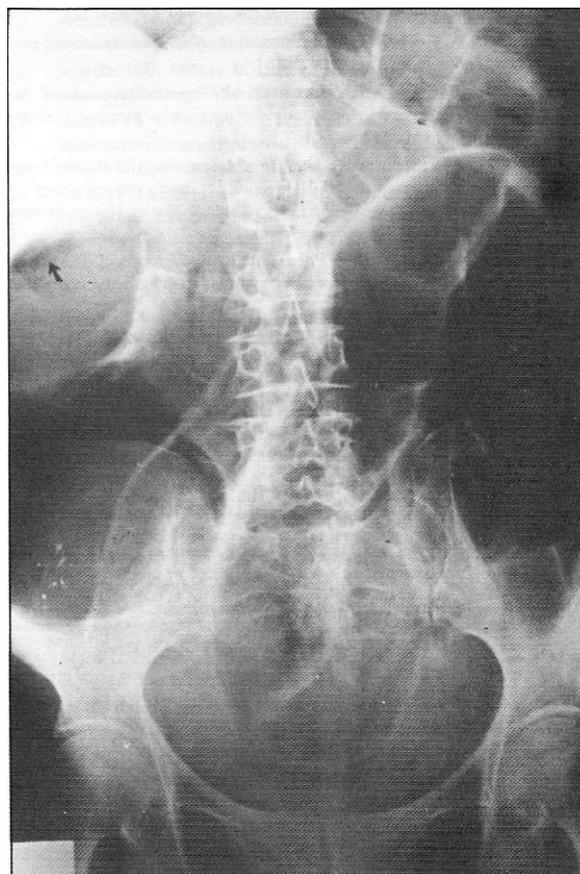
Radiografía: colección de gas intramural que muestra imagen radiolúcida localizado a lo largo del colon.
